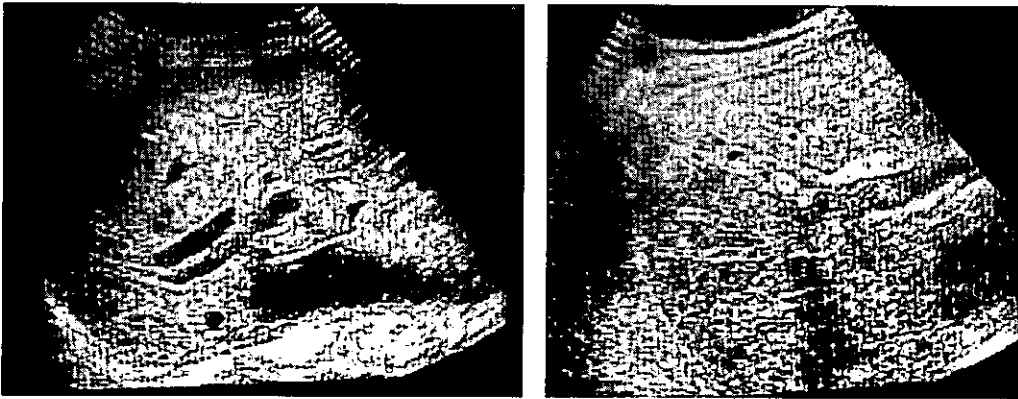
平成15年8月のエコー (PTCSL後5年5ヶ月)
